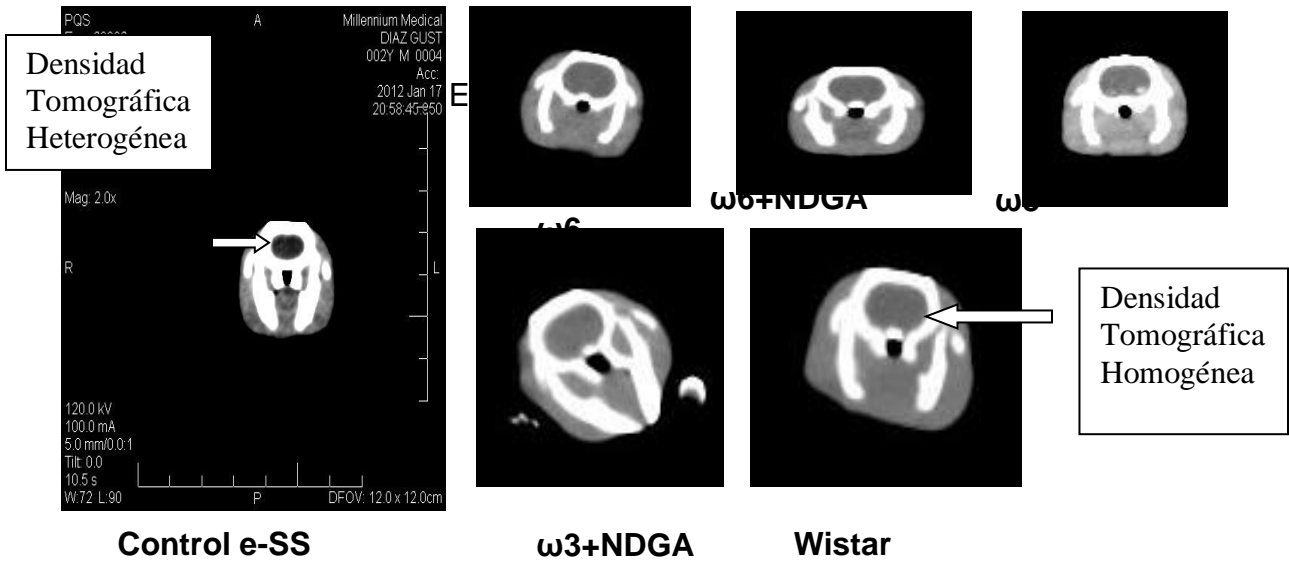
TAC Imágenes y su análisis, se observa pérdida de la homogeneidad tisular a los 12 meses, evidente en el grupo e-SS control (sin tratamiento). Datos expresados como media  $\pm$  SEM. \* Indican la diferencia significativa vs el grupo control e-SS,  $p \leq 0.05$
